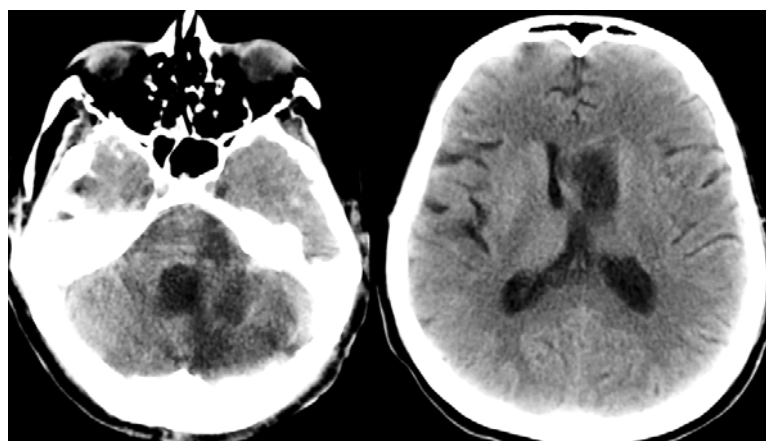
КТ-контроль головного мозга на 52-е сутки после операции, постиншемические изменения в левой гемисфере мозжечка и левых отделах моста
